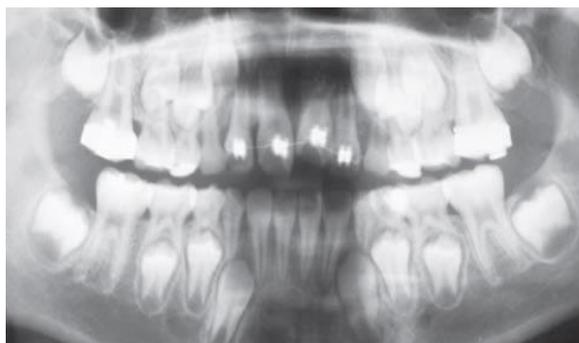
¹⁰⁵: Radiografia panorâmica. Para controle do caso clínico.
